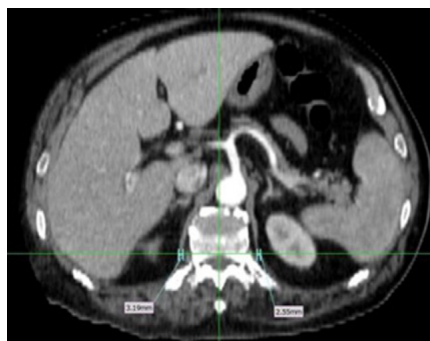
Ejemplo de medición de los pilares diafragmáticos en tomografía axial en ventana para mediastino a nivel del origen del tronco celíaco, en el borde anterior del canal espinal a nivel de la primera vértebra lumbar (37).
